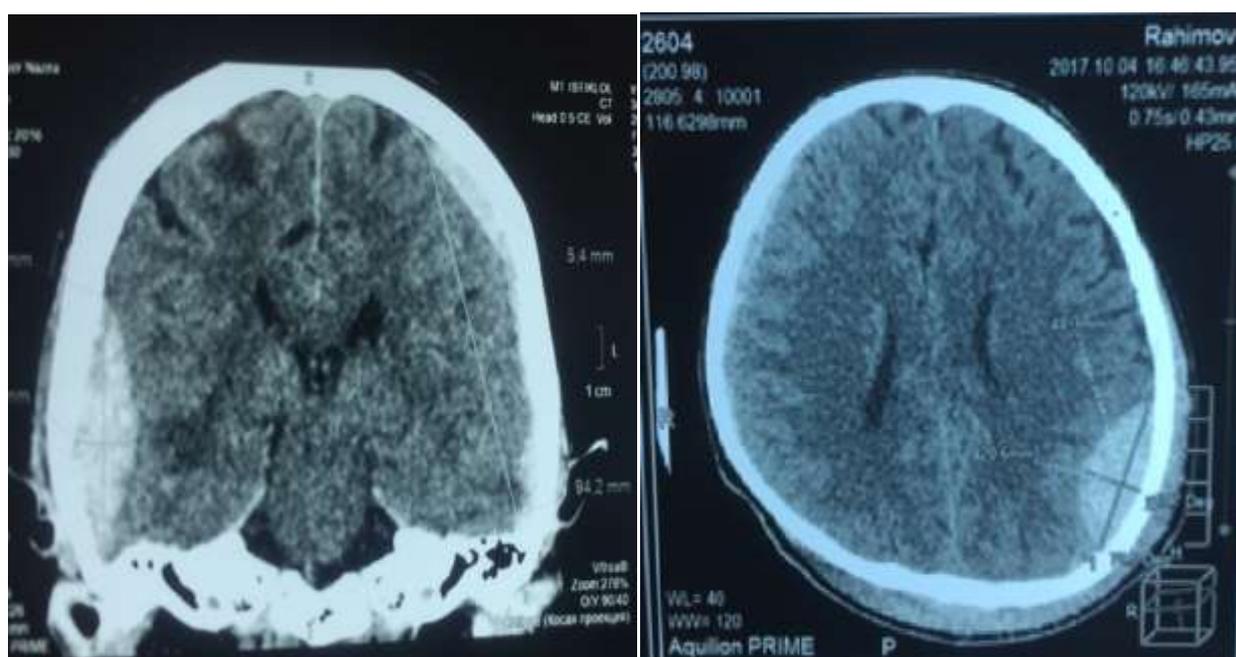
КТ. Субдуральная гематома. На фронтальном срезе справа отмечается субдуральная гематома, слева отмечается эпидуральная гематома. На аксиальном срезе в проекции теменной доли слева отмечается субдуральная гематома
